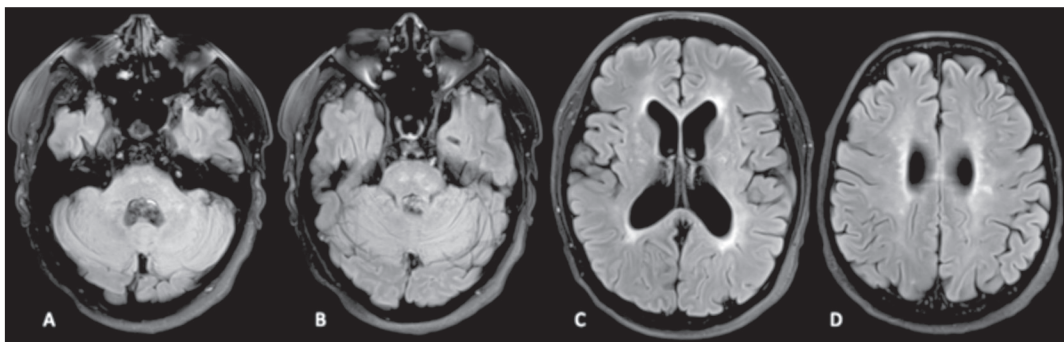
Resonancia magnética cerebral. T2-FLAIR Axial (A-D). Múltiples pequeñas lesiones de aspecto microangiopático en el puente, pedúnculo cerebeloso medio izquierdo, ganglionar bilateral, periventriculares y de ambas coronas radiadas frontoparietales.
